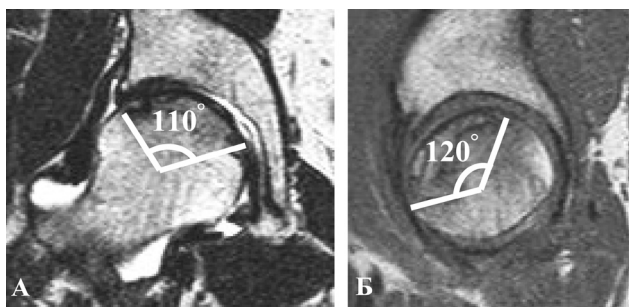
МР-томограммы тазобедренного сустава пациента Я., 45 лет, общая дуга поражения головки бедра 230°: А – T2 cor, переднезадний угол 110°, Б – T2 sag, латеральный угол 120°
